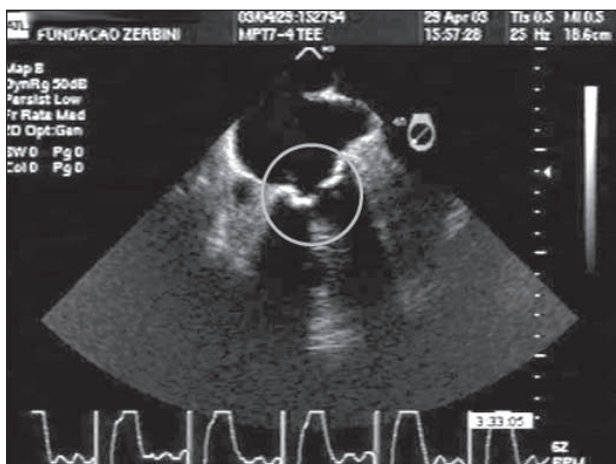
Ecocardiograma transesofágico evidenciando: o espessamento e diminuição da abertura das válvulas, caracterizando a estenose da valva mitral.
